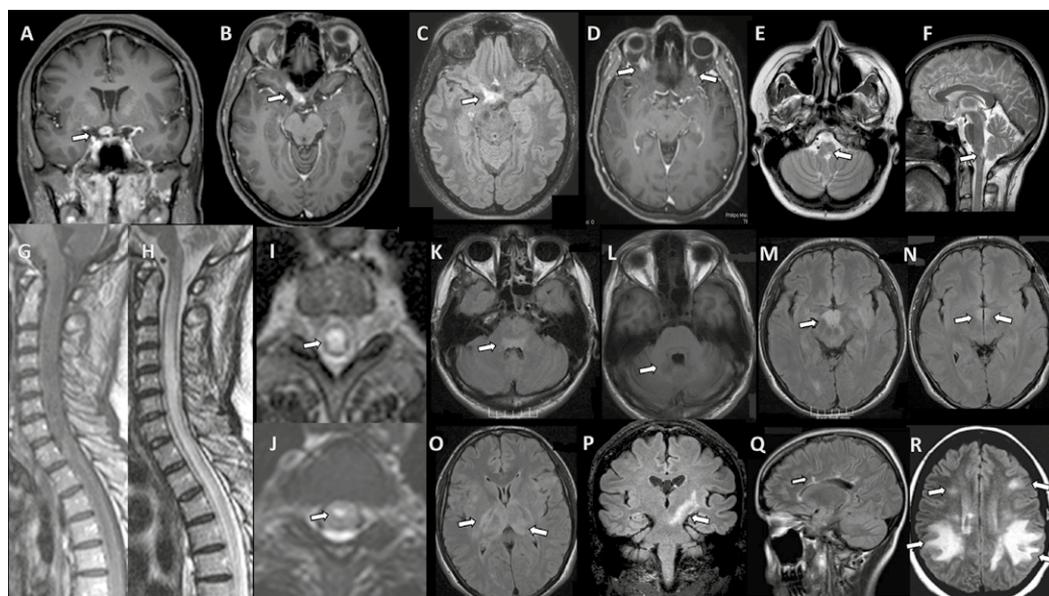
Imágenes por resonancia magnética en pacientes con NMOSD. Áreas de hiperintensidad visible en encéfalo (cortes coronales [A], [P]; axiales [B], [C], [D], [E], [K], [L], [M], [N], [O], [R]; sagitales [F], [Q]) y médula espinal (sagitales [G], [H]; coronales [I], [J])
